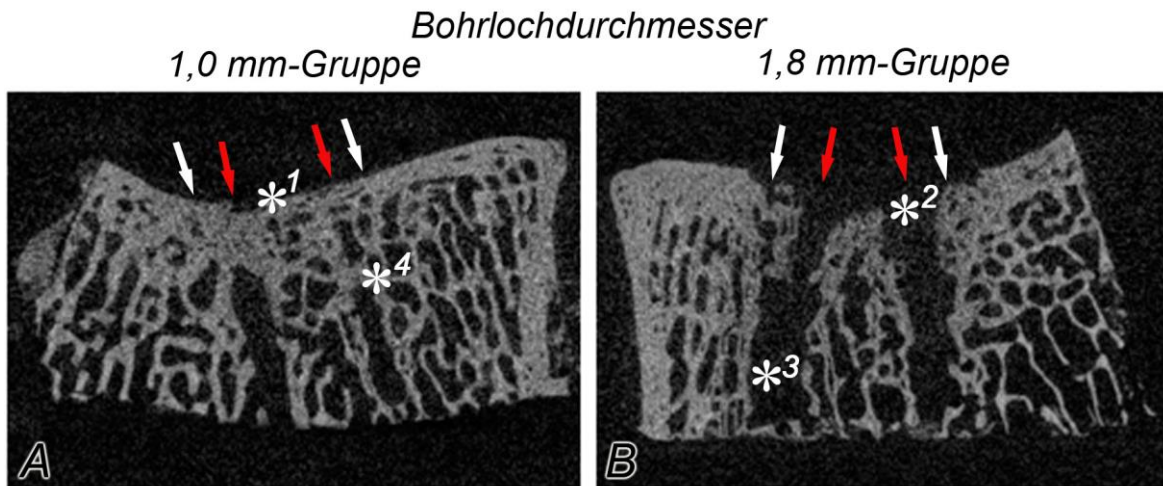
Mikro-CT Abbildungen des subchondralen Knochens. Die subchondrale Knochenplatte der 1,0 mm-Gruppe (A) war durchgängig und verlief im Niveau mit der angrenzenden subchondralen Knochenplatte (*1), wohingegen die 1,8 mm-Bohrungen (B) apikal offen waren (*2). In der 1,8 mm-Gruppe waren beide Bohrkanäle deutlich identifizierbar, sie waren doppelt so breit (*3) wie der physiologische Trabekelabstand, wohingegen die 1,0 mm-Gruppe neu gebildeten Knochen zeigte (*4). Die Bilder wurden anhand des Knochenmineraldichte-Mittelwertes im Defektareal der jeweiligen Gruppe gewählt. Roter Pfeil: Bohrkanal; weißer Pfeil: Defektgrenze.
